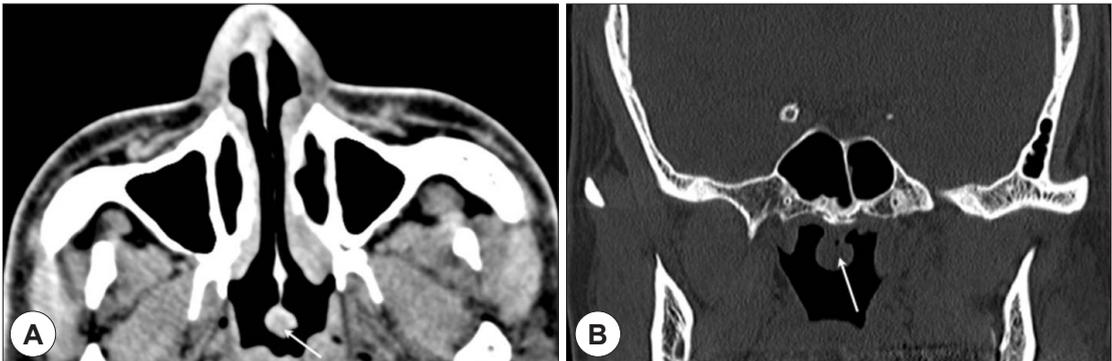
Axial (A) and coronal images (B) of paranasal sinus CT scans demonstrate 1cm sized pedunculated mass (arrow) at posterior end of nasal septum near the junction of the roof of the nasopharynx without bone destruction.
